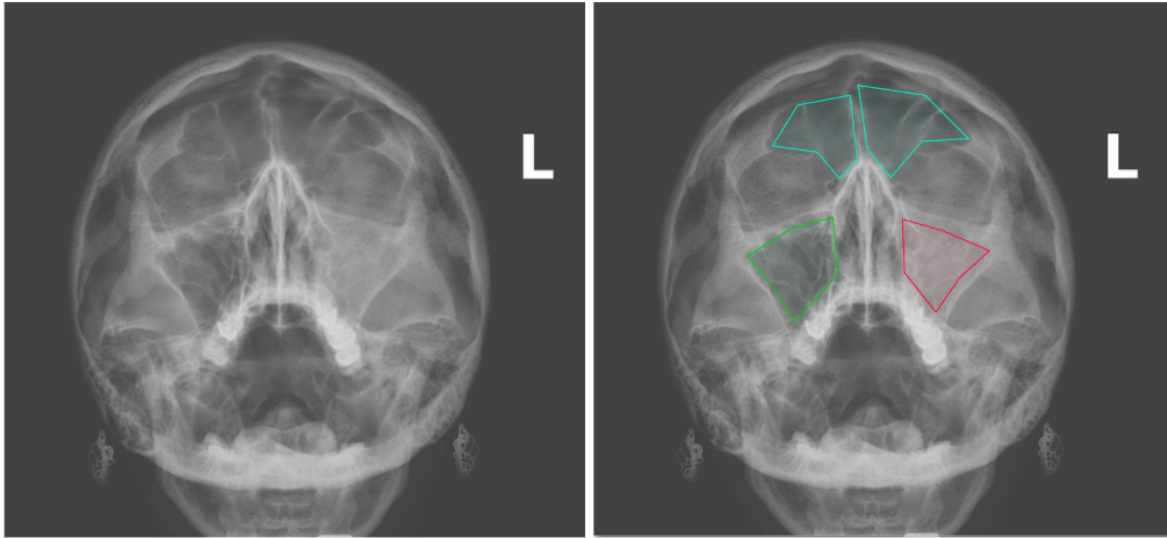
Приклад процесу візуального лейбелінга рентгенограм: використовувалось виділення зони інтересу полігонами із 5-7 точками (в залежності від форми синусів) різних кольорів, де зелені відтінки відповідають нормі, а червоний та темно-синій - патології.
